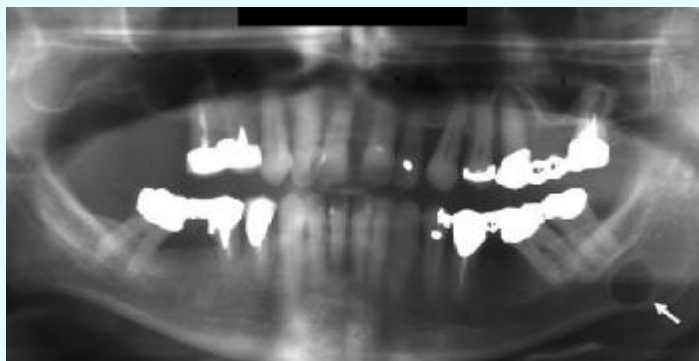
Panoramic tomography (11/2004): cystic translucency in the left jaw angle
